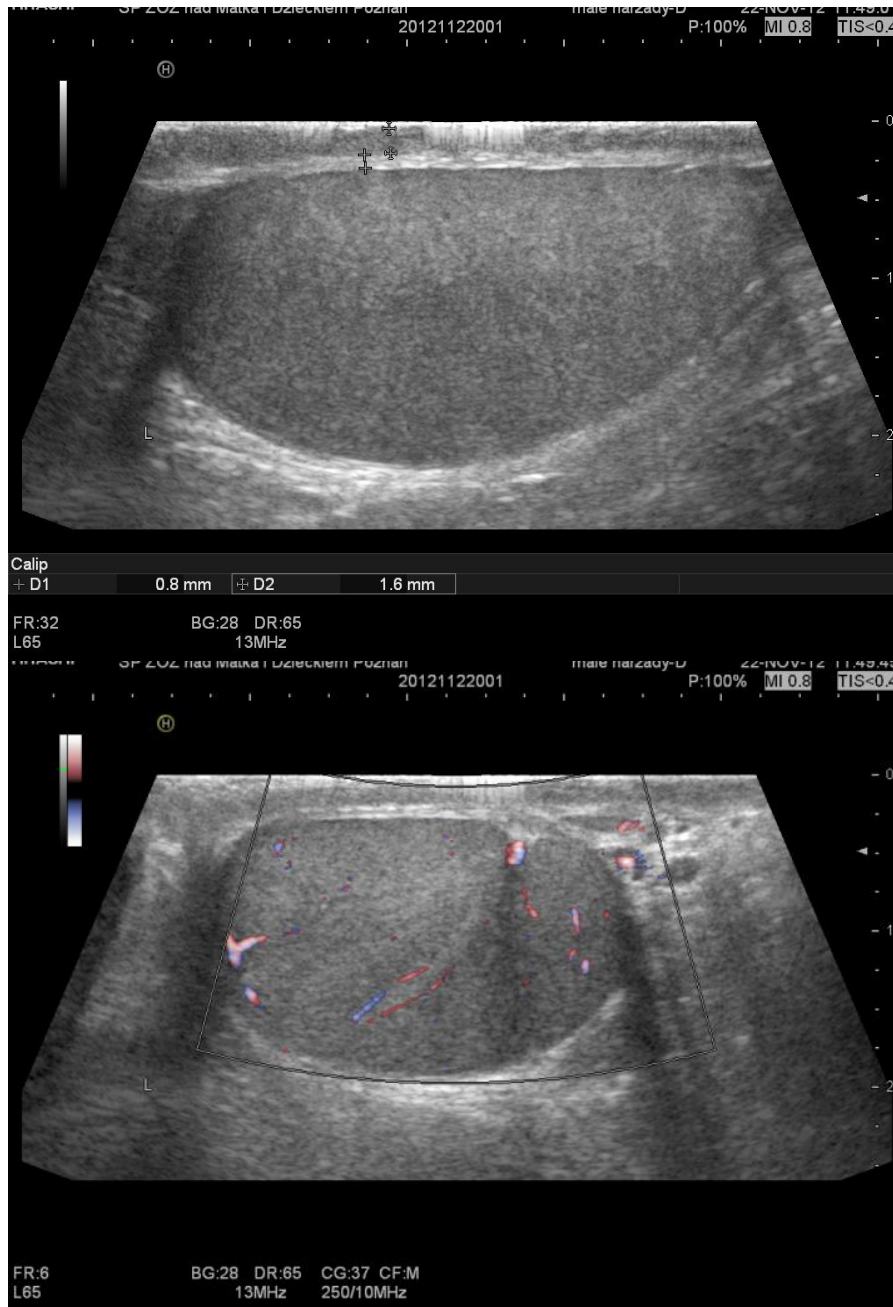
A. Prawidłowy obraz ultrasonograficzny jądra w prezentacji B w okresie niemowlęcym.
